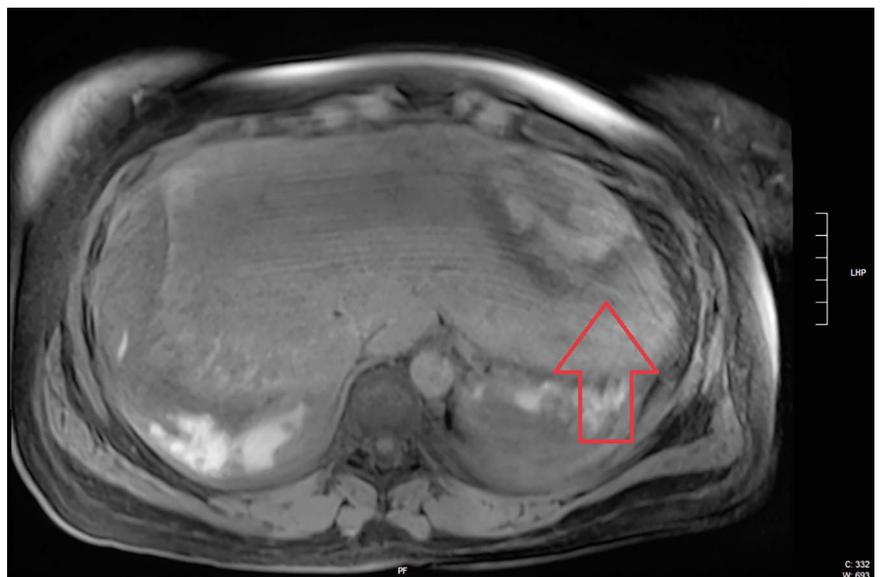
MRT am 1. postoperativen Tag: Ausgeprägtes subkapsuläres Leberhämatom am Oberrand der Leber, den rechten und linken Leberlappen betreffend, mit einer maximalen Breite von 4,5 cm und dadurch Kompression des Leberparenchyms
